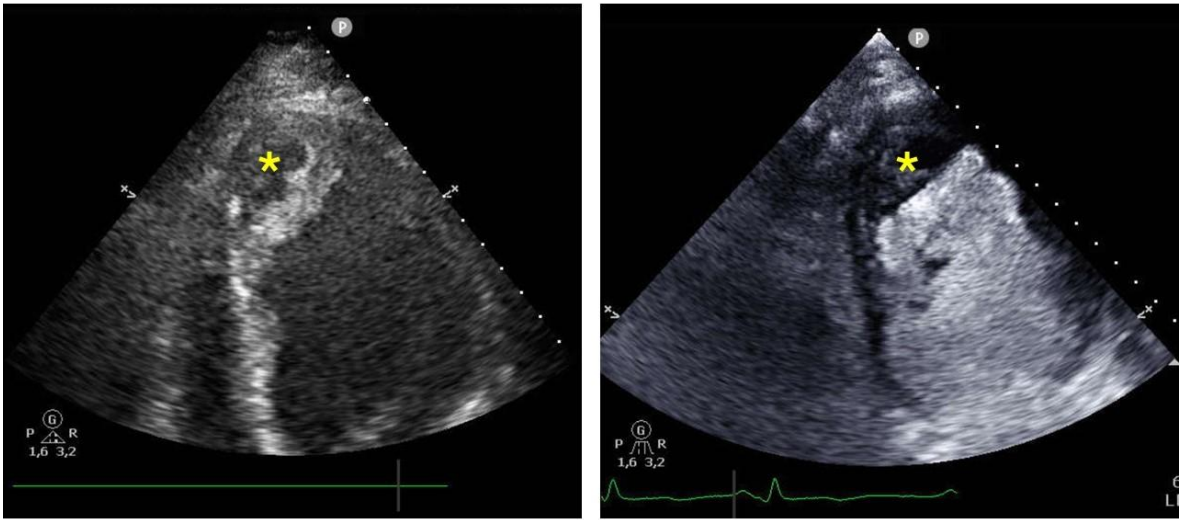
Ecocardiograma transtorácico. Se observa una imagen hiperecogénica sobre la imagen sospechosa de disección/rotura contenida (asterisco amarillo). A la derecha, imagen potenciada con ecocontraste, donde se observa que dicha zona no se rellena.
